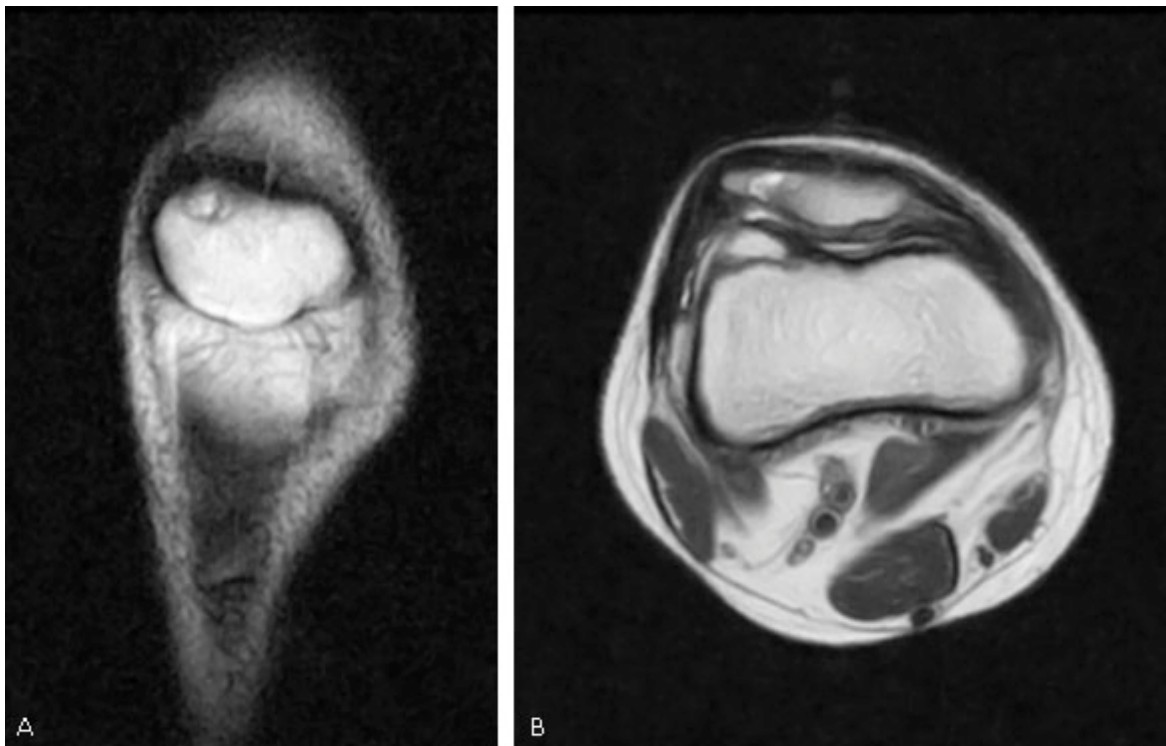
Rótula bipartita. Imágenes de resonancia magnética. A. Corte sagital T1. B. Corte axial T1. Defecto óseo en el polo superoexterno de la rótula.
